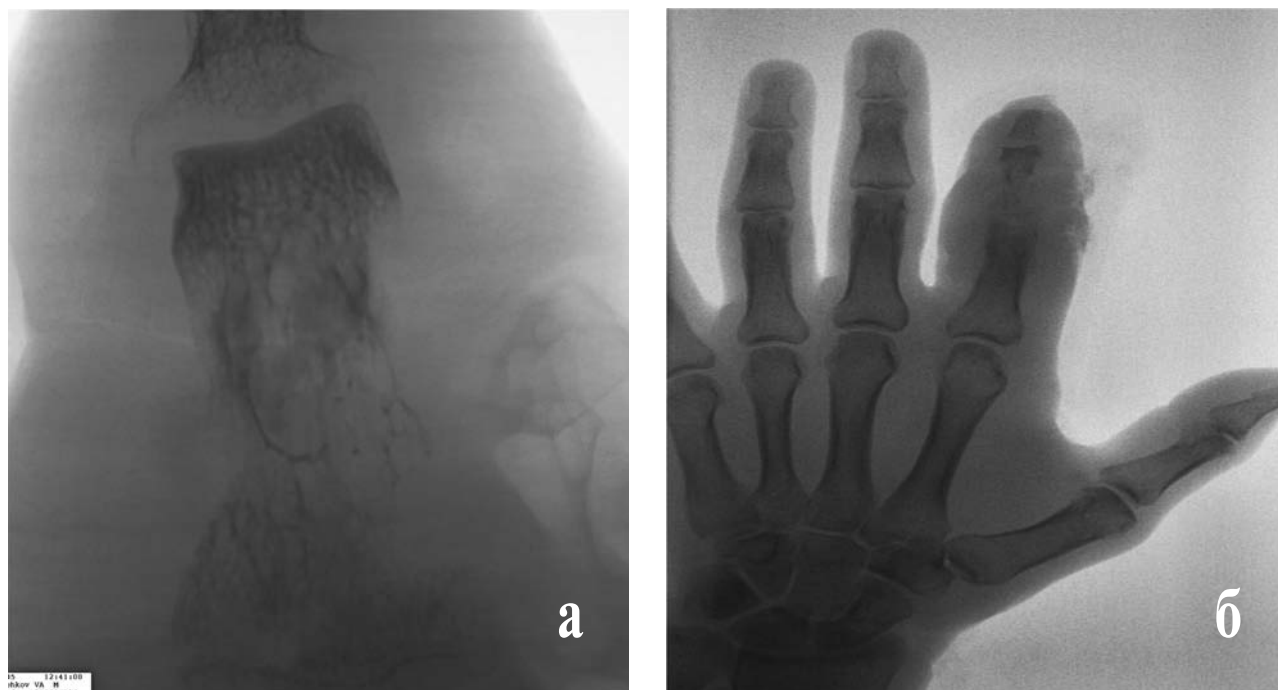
Микрофокусная с 7-кратным увеличением (а) и стандартная (б) рентгенограммы при остеомиелите основной и средней фаланг II пальца левой кисти. Отмечаются выраженная деструкция костной ткани, остеопороз, отек и утолщение прилежащих мягких тканей.
